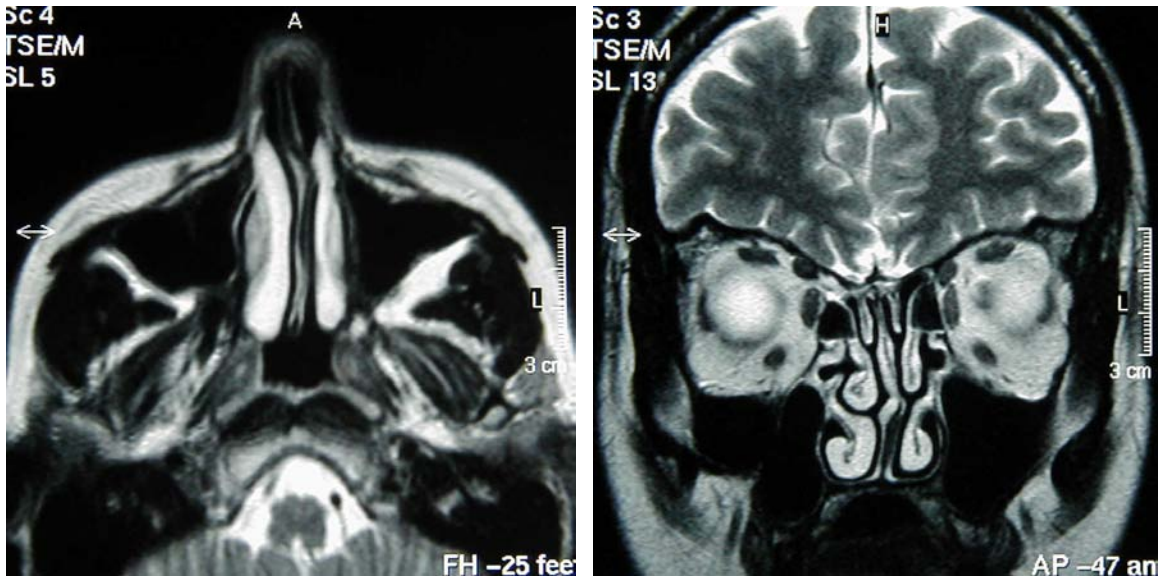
T2-gewichtetes postoperatives MRT in axialer und koronarer Schnittführung der 42-jährigen Patienten mit Darstellung reizloser Verhältnisse im Bereich der rechten Kieferhöhle ohne Anhalt für eine Rezidivzele.
